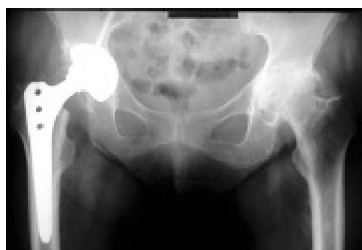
Рентгенограмма пациента 3. после тотального эндопротезирования правого тазобедренного сустава
